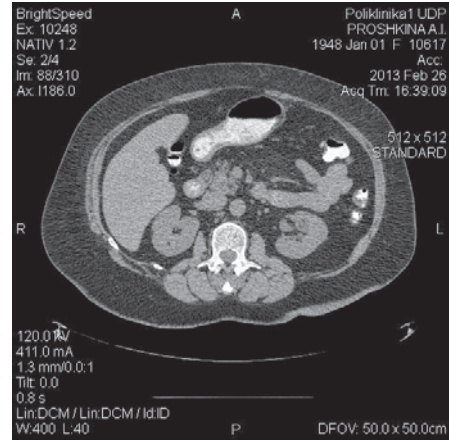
КТ-изображение (собственные данные).
